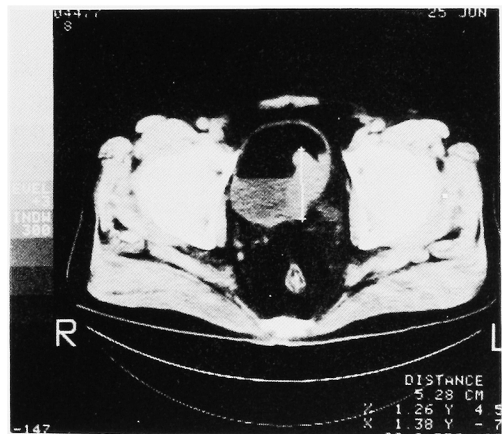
骨盤部 CT。広基性腫瘍の膀胱内突出を認める。膀胱外には異常な所見を認めない。
